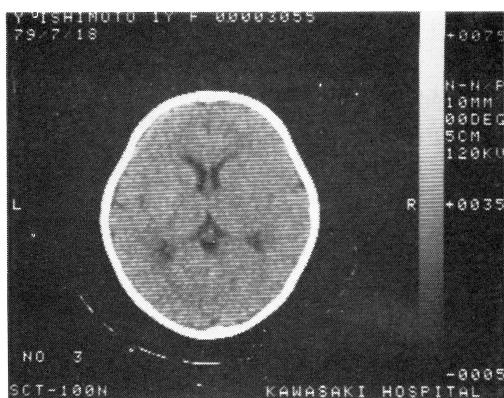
Case 3. Normal CT in a 1 year and 2 month-old female infant
